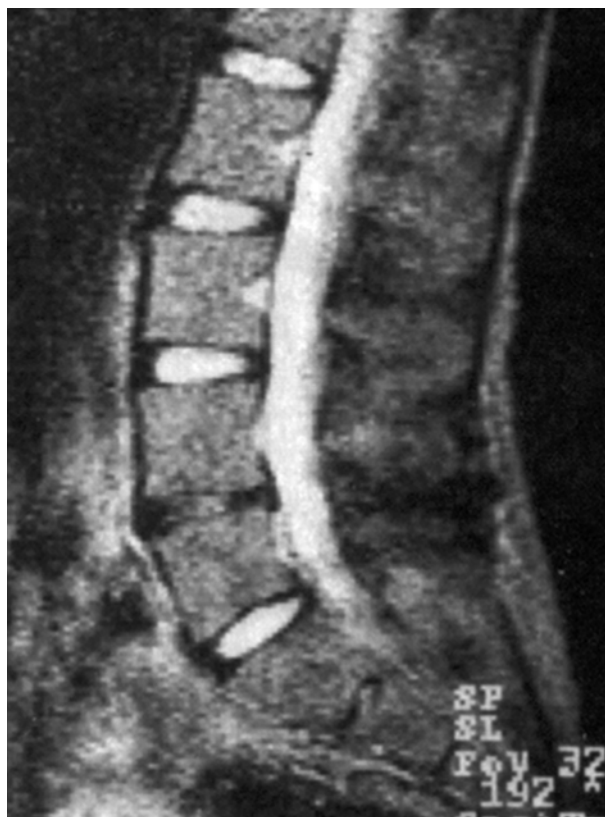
МР-томограмма пояснично-крестцового отдела позвоночника той же больной спустя 2 мес после операции
